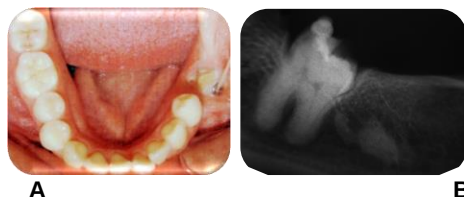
Último registro diente 37 (octubre - 2010). A. Fotografía intraoral; B. Radiografía periapical.
